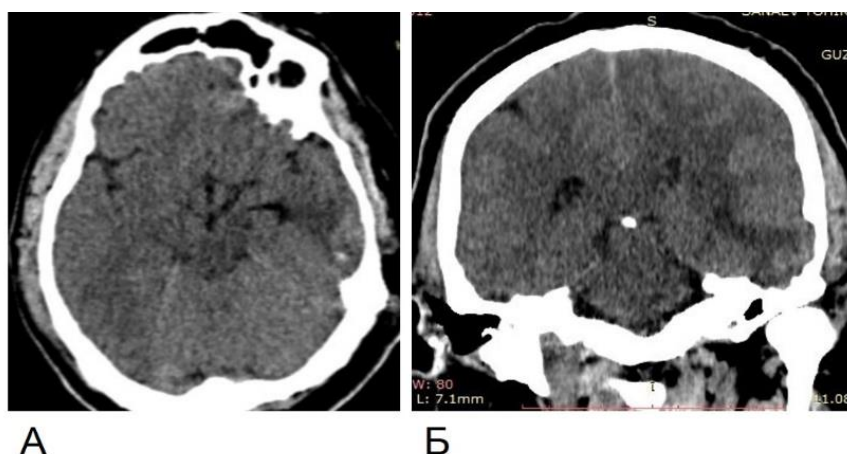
КТ головного мозга без контрастирования пациента С., 36 лет, через 7 дней после хирургического лечения в аксиальной (А) и коронарной (Б) проекциях
